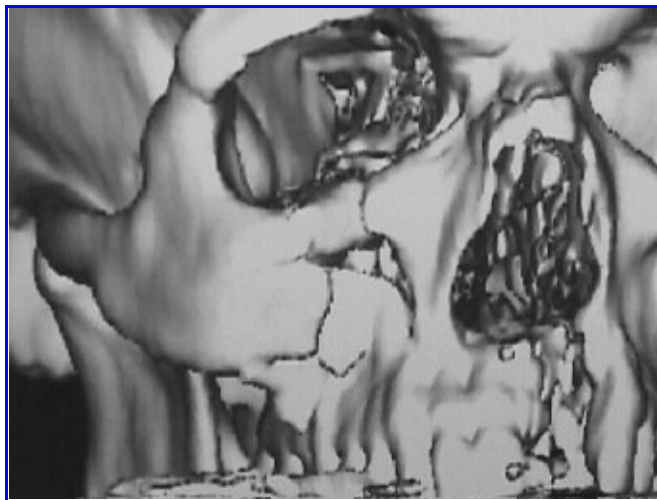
TAC helicoidal. Reconstrucción espacial. Se observa fractura del piso de la órbita y del maxilar superior derecho.
